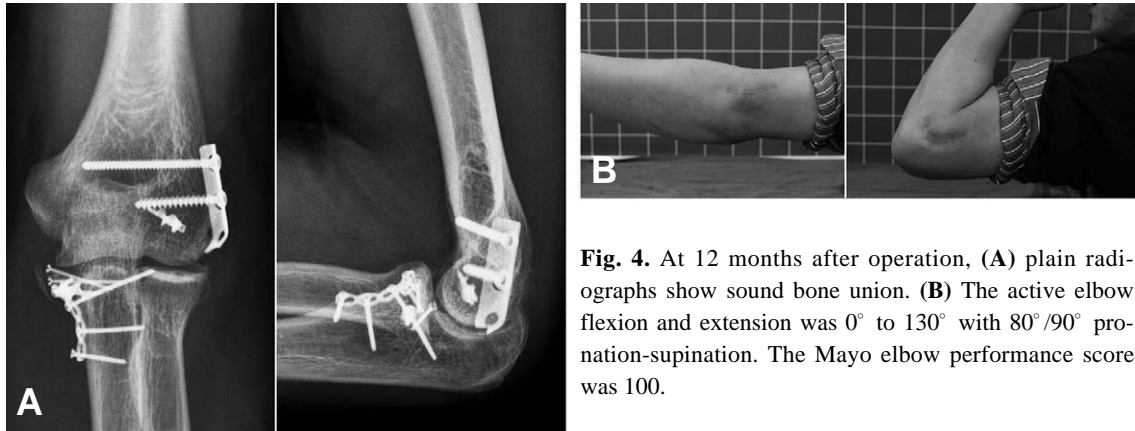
At 12 months after operation, (A) plain radiographs show sound bone union. (B) The active elbow flexion and extension was 0° to 130° with 80°/90° pronation-supination. The Mayo elbow performance score was 100.
